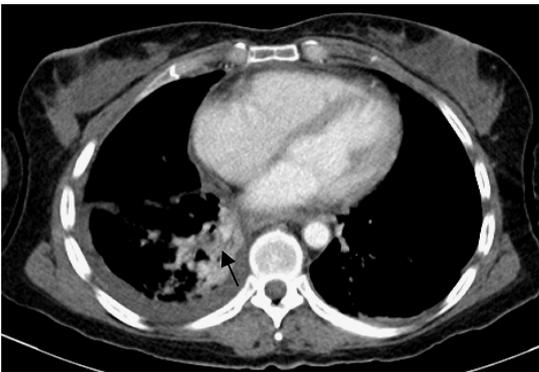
TC de tórax a nivel de la carina engrosamiento pleural izquierdo con derrame derecho, así como lóbulo inferior con zonas de atelectasia pulmonar
